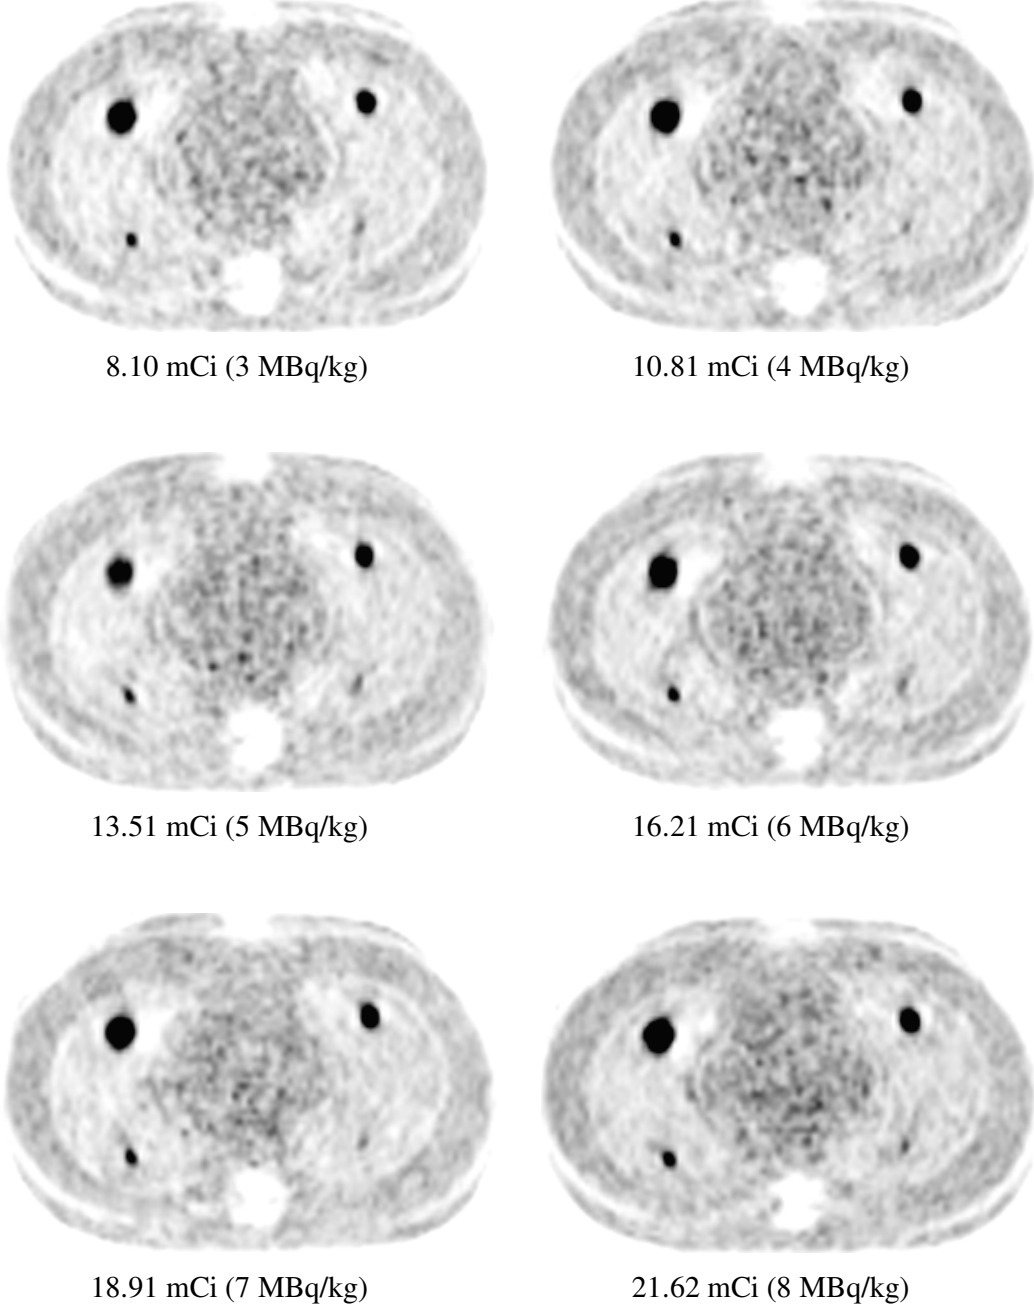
İnsan vücut fantomunda 0.6, 1.0, 1.6, 2.4 cm çaplı akciğer lezyonlar için,  $A_{\text{akciğer}}/A_{\text{lezyon}}=1/4$  aktivite oranında, 5 dakika/yatak ve 8.10, 10.81, 13.51, 16.21, 18.91, 21.62 mCi (3, 4, 5, 6, 7, 8 MBq/Kg) enjeksiyon dozları için elde edilen PET görüntüleri.
